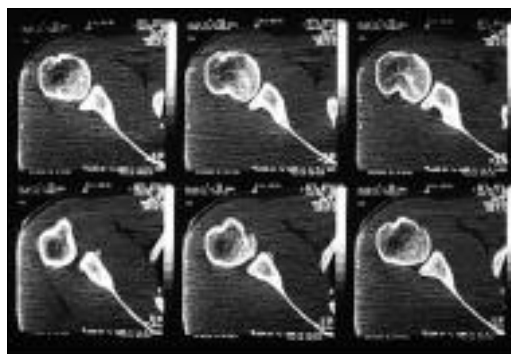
TC. Fractura del reborde y muesca humeral.
